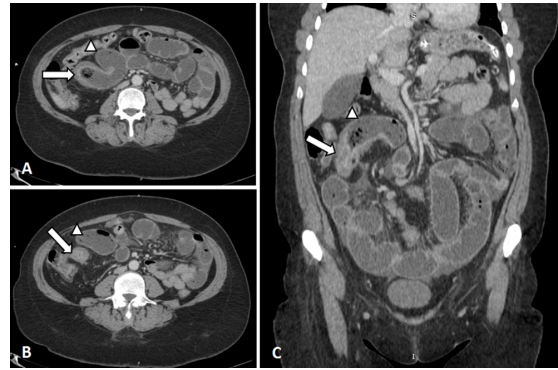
Sténose de la dernière anse iléale. TDM abdominale, après injection de PDC iodé au temps portal, en coupes axiales(A) et (B) et en reconstruction coronale (C), chez une patiente de 45 ans suivie pour MC depuis 7 ans et reçue pour syndrome occlusif, montrant une sténose complète de la dernière anse iléale (flèche) avec distension diffuse des anses intestinales en amont (tête de flèche).
